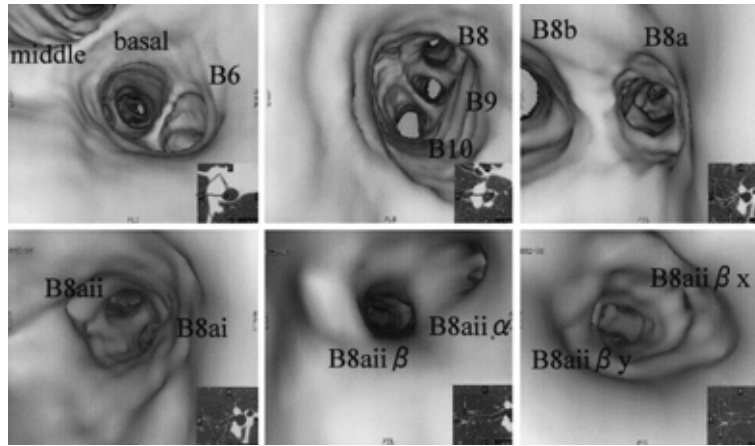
Virtual bronchoscopic images : Based on the findings of thin section CT ( collimation thickness 1 mm, pitch 1.0, reconstruction interval 0.5 mm ) marking of the bronchi lateral and close to the lesion was planned. Using a GE navigator, virtual bronchoscopic images from the medial side to these sites were obtained. Images to B<sup>8aiiβx</sup> were obtained.
